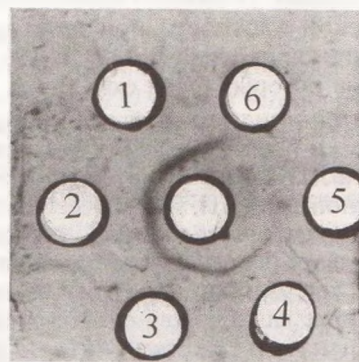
Определение специфичности антител к пептиду В с помощью двойной радиальной иммунодиффузии. В центре — антитела к пептиду В; 1, 2, 3, 4, 5, 6 — пептид В.
